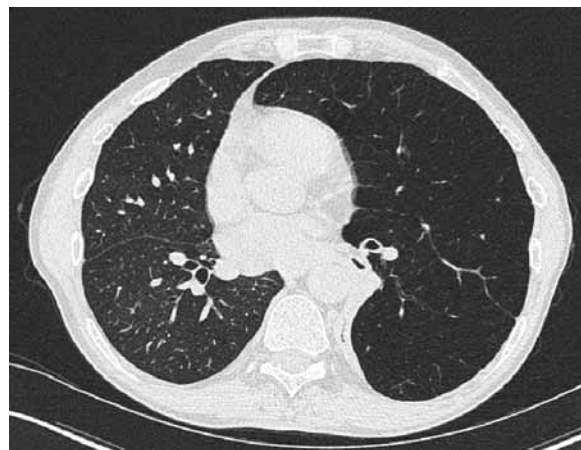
b efter ventiler Datortomografi av bröstorg.
